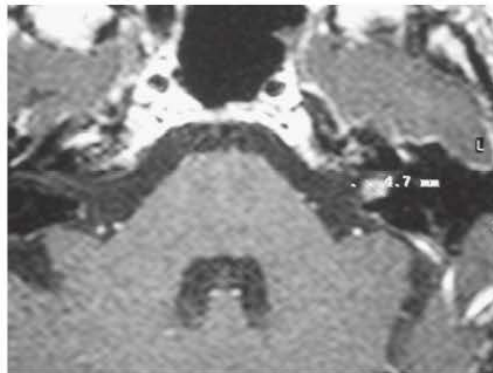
IRM injectée de l'angle pontocérébelleux révélant un petit neurinome de l'acoustique dans le méat acoustique interne gauche.
